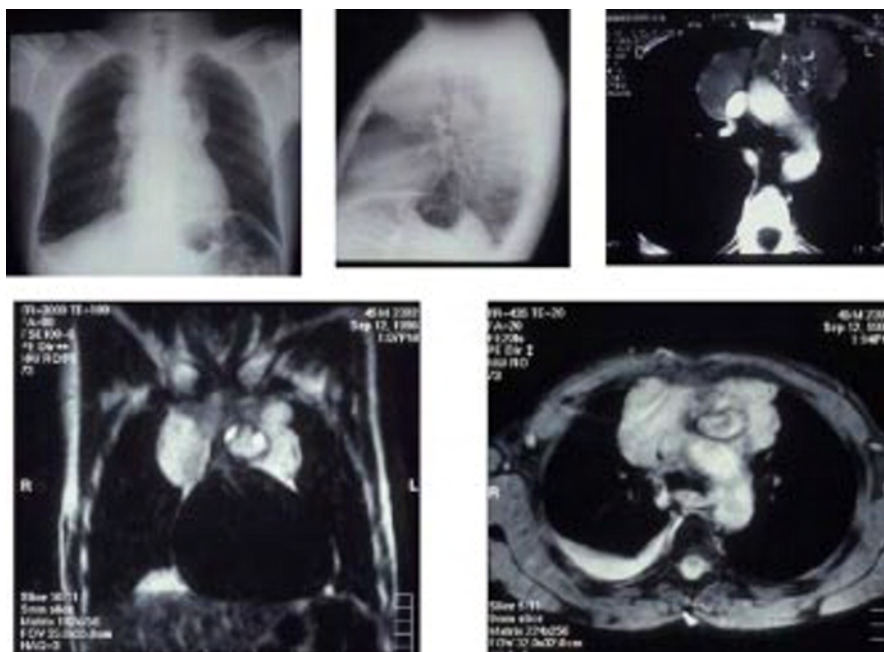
Carcinoma do timo. Radiografia simples do tórax, PA e perfil, TC e ressonância magnética (planos coronal e axial).
